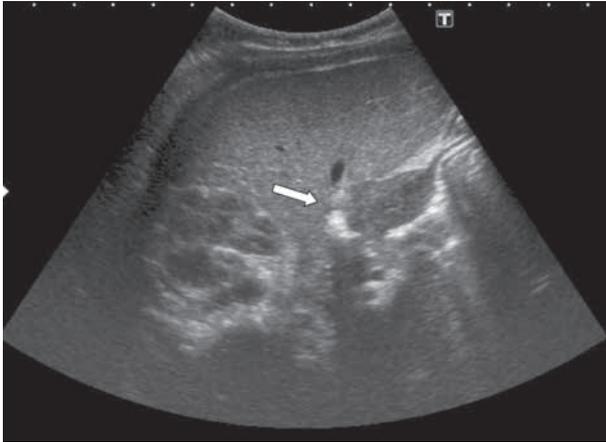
Ecografía que muestra lesión nodular en la pared anterior del píloro, por fuera de la capa muscular, de 33 x 25 mm y de aspecto sólido que no condiciona obstrucción del mismo.
